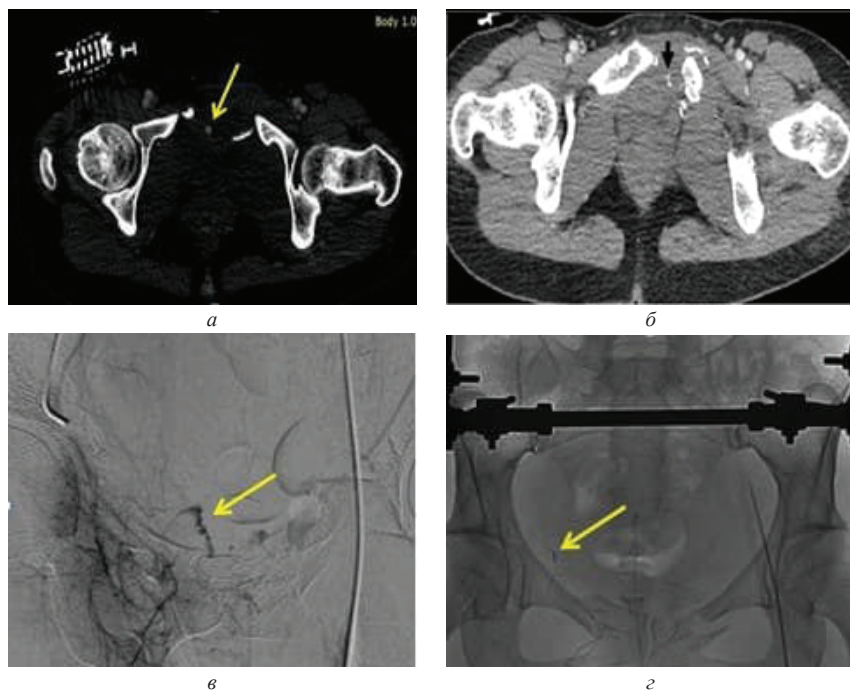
Компьютерные томограммы с контрастированием и ангиограммы таза: а – б – экстравазация контрастного вещества (стрелки) в артериальную фазу (аксиальный и коронарный срезы); в – экстравазация из зоны повреждения правой запирающей артерии (лонная ветвь); г – селективная эмболизация поврежденной артерии клеем
